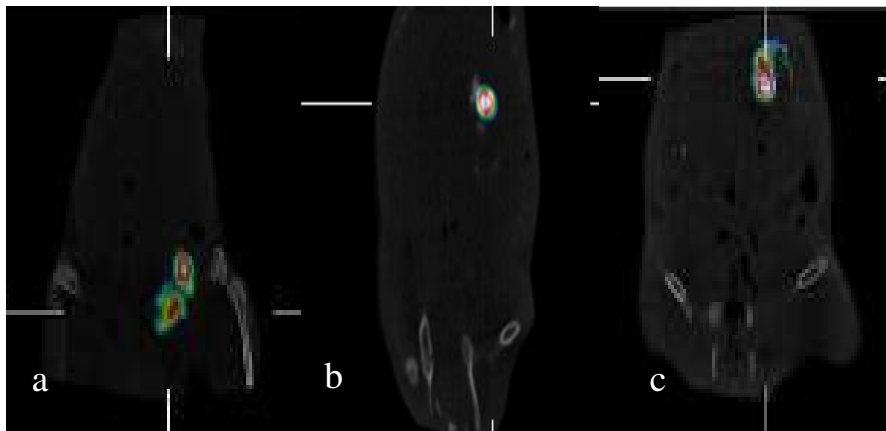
小時所偵測到之 Micro SPECT/CT 影像。(a) 為 Control 組；(b)為 Histoacryl 組；(c)為實驗組。
